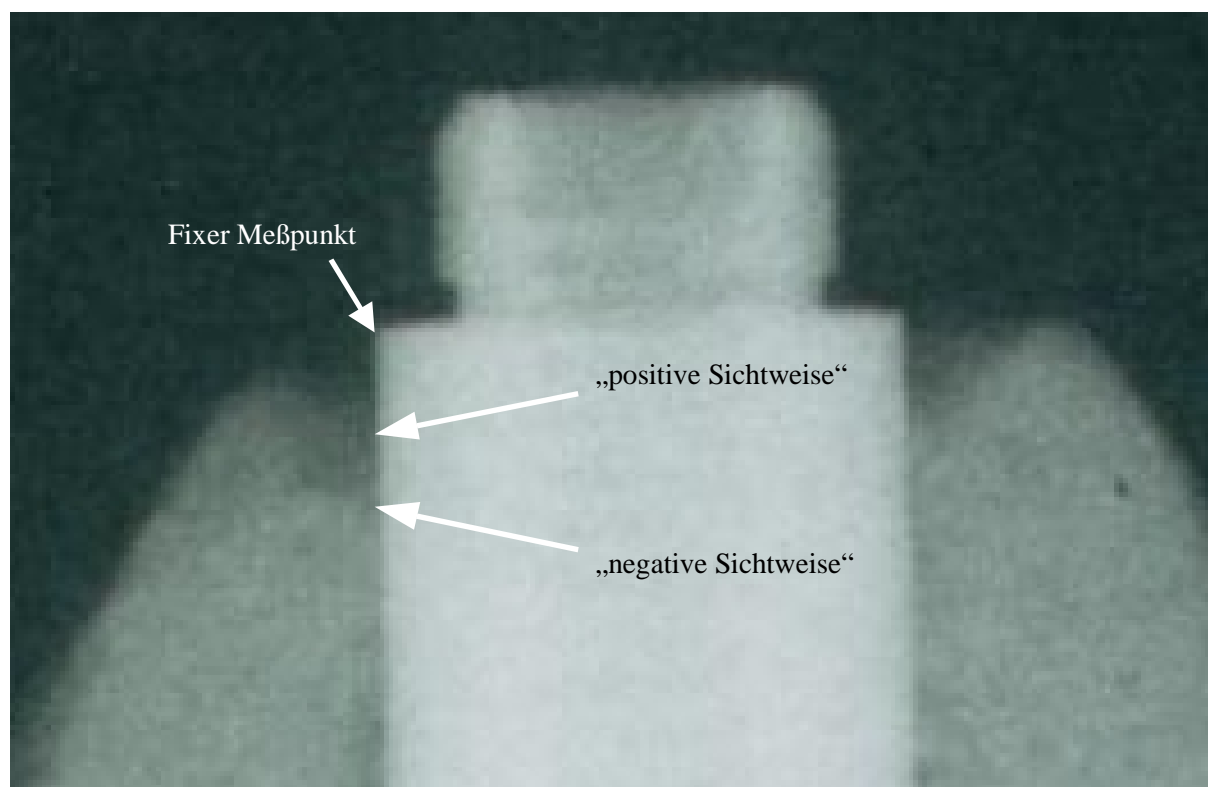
Röntgenbilder mit Darstellungen „positiver Sichtweise“ und „negativer Sichtweise“ sowie fixer Meßpunkt
